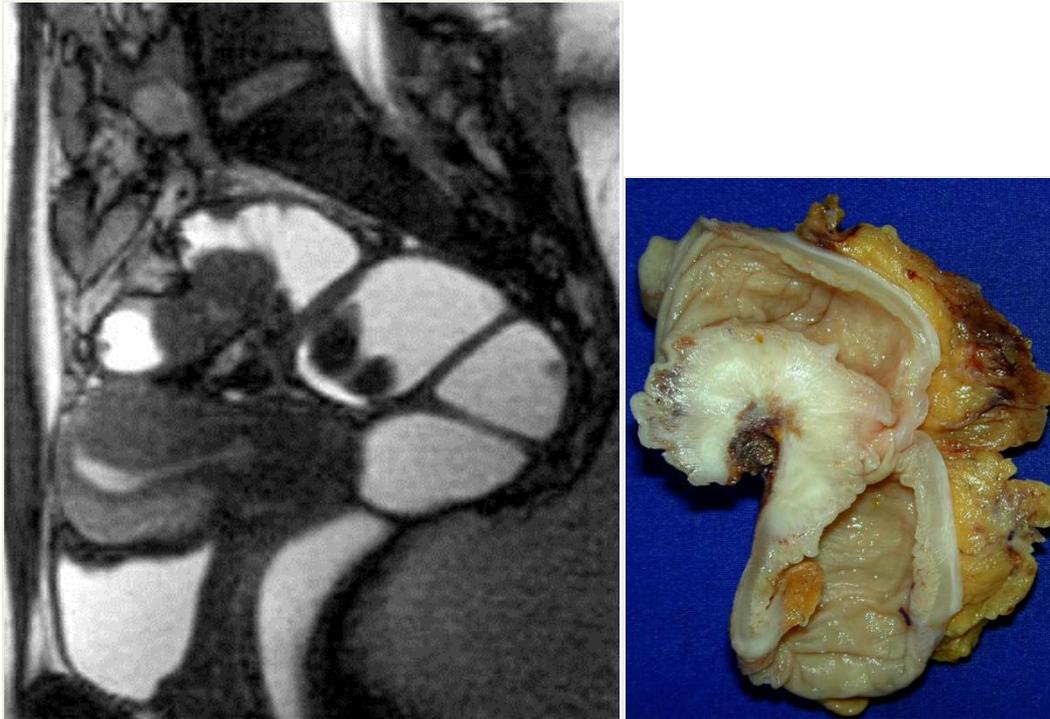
aspect IRM d'une endométriose profonde avec atteinte de la charnière recto-sigmoïde. Pièce anatomique de la résection colo-rectale montrant l'infiltration de la paroi intestinale par un tissu principalement fibreux caractéristique d'une endométriose.
